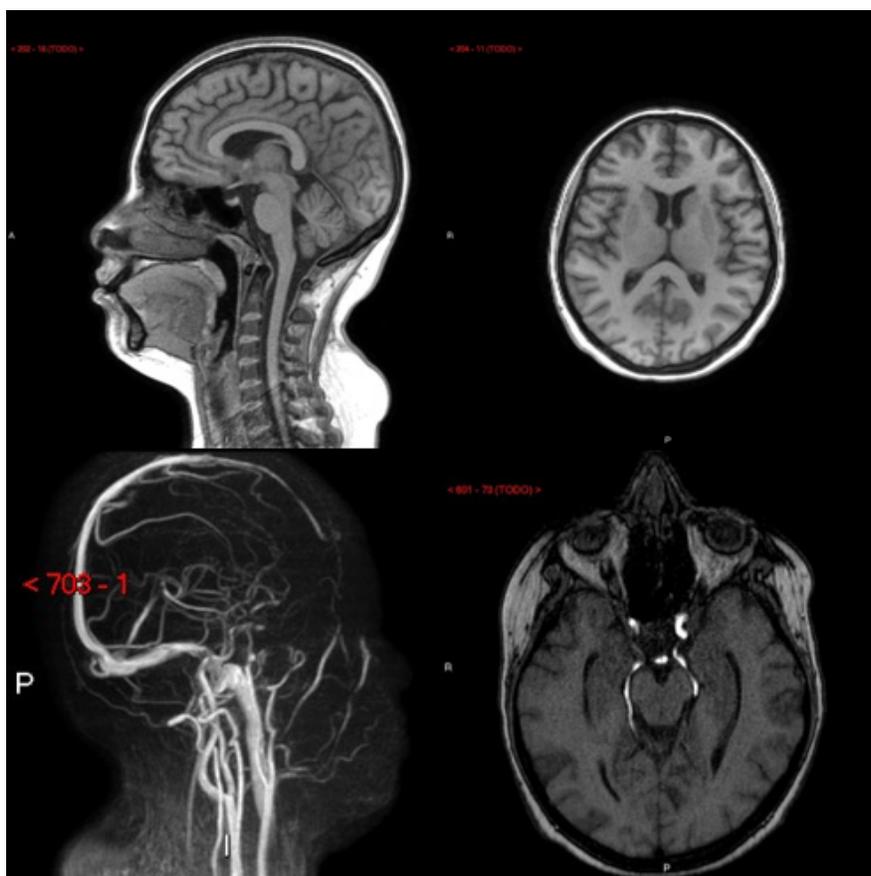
Angioresonancia cerebral sin hallazgos de relevancia.
